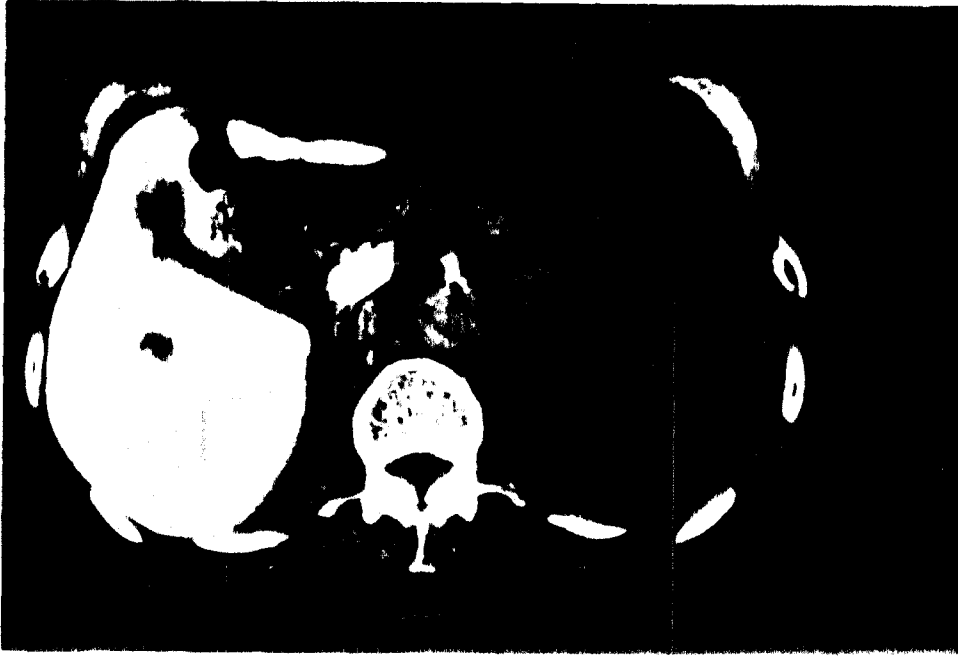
Olgunun aynı düzeyden geçen rutin kontrastlı BT si görülmektedir
